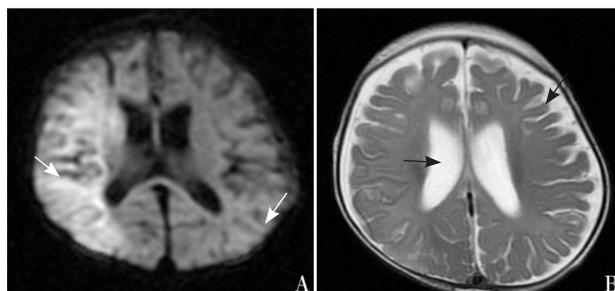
病例1头颅MRI结果 A: DWI相, 箭头示右侧大脑为著广泛异常信号; B: T2相, 箭头示幕上脑室扩大伴脑萎缩样改变。
